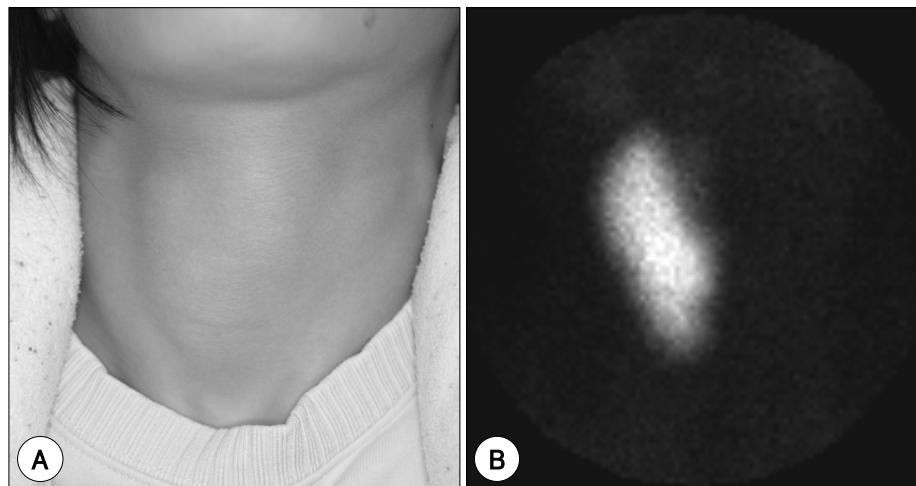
Photograph and 99m Tc pertechnetate thyroid scintigraphy of case 1. A : Note that there is normal contour showing a right normal thyroid and relative flattening of the left anterior neck. B : Anterior image shows that an absence of the left lobe.
